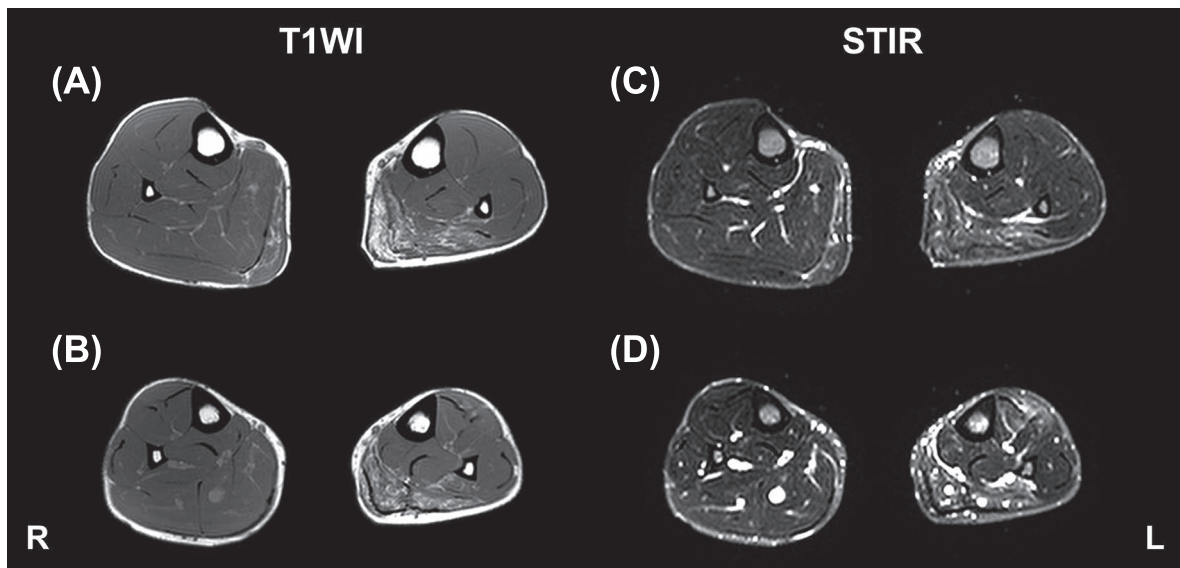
Muscle MRI on admission.
